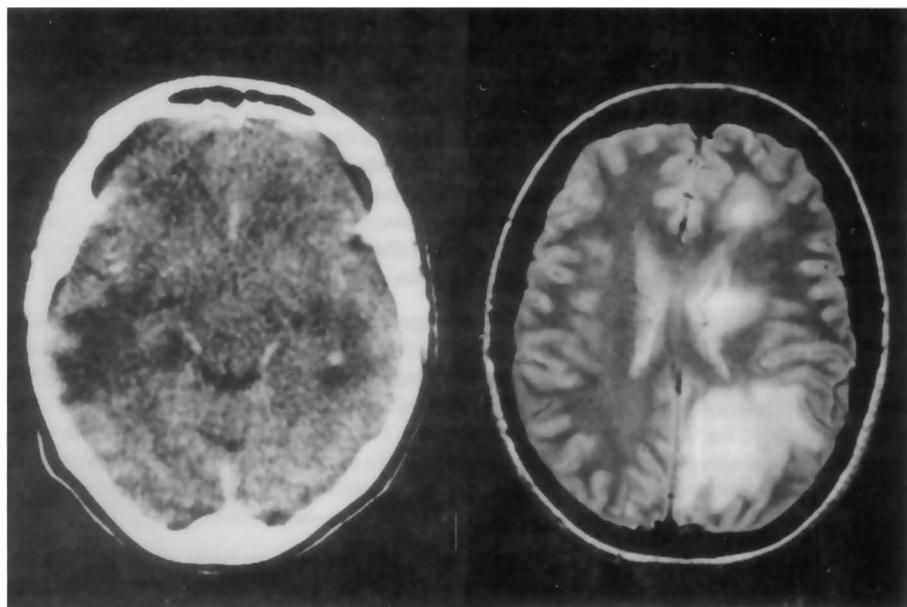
Exames de neuroimagem à internação. 1.a- Tomografia de crânio com contraste evidenciando múltiplas lesões hipodensas supratentoriais e bilaterais, captando contraste. 1.b- Ressonância magnética com aquisição de imagem em densidade protônica. Notam-se imagens hiperintensas acometendo substância branca subcortical e periventricular, predominando em hemisfério esquerdo, compatíveis com desmielinização.
